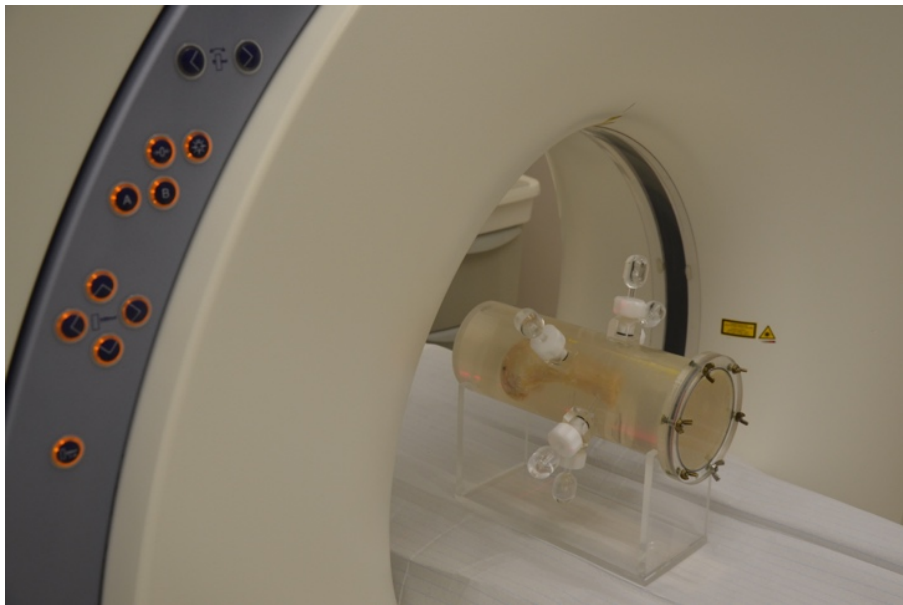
Computertomograph (Siemens Somatom Emotion 6)
